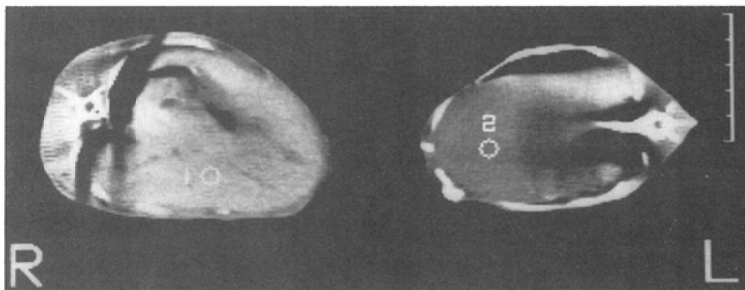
CT images of rabbit liver obtained at 11 minutes after the completion of intravenous injection of contrast media (770mgI), iodinated starch (I-ES) (left), meglumine diatrizoate (right). CT number of the liver was 135 HU by I-ES, and 76 HU by meglumine diatrizoate.
